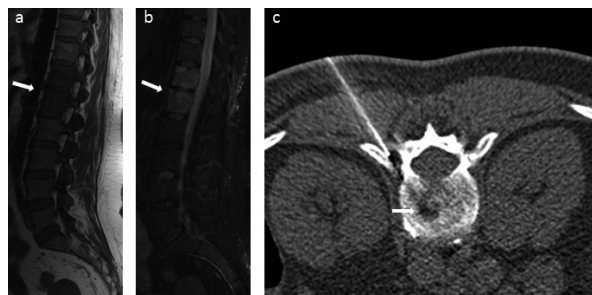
Femme de 47 ans souffrant de lombalgies hautes d'apparition spontanée avec très haute suspicion de spondylodiscite. L'IRM montre une infiltration diffuse des corps vertébraux de D12 et L1, s'étendant vers les pédicules correspondants, présentant un signal a) hypo-intense en pondération T1 et b) hyperintense en pondération T2. c) Biopsie osseuse percutanée sous contrôle tomodensitométrique par voie costo-vertébrale avec prélèvement au niveau du corps vertébral de D12 et au niveau du disque intervertébral D12-L1. Diagnostic d'une brucellose.
